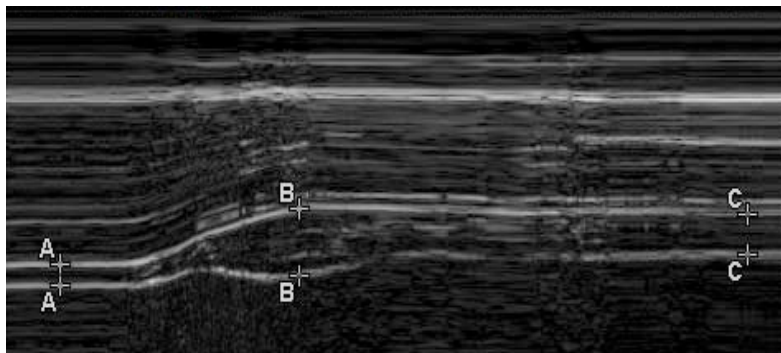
Ultrasonido diafragmatico con medicion en A= 0.15cm, B= 0.50cm, C= 0.31cm
